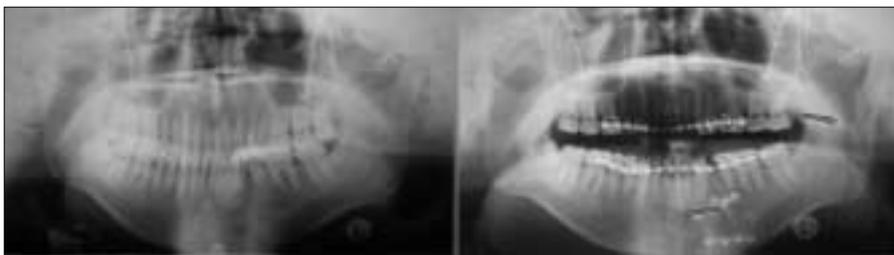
Panoramic radiographs before and after operation
